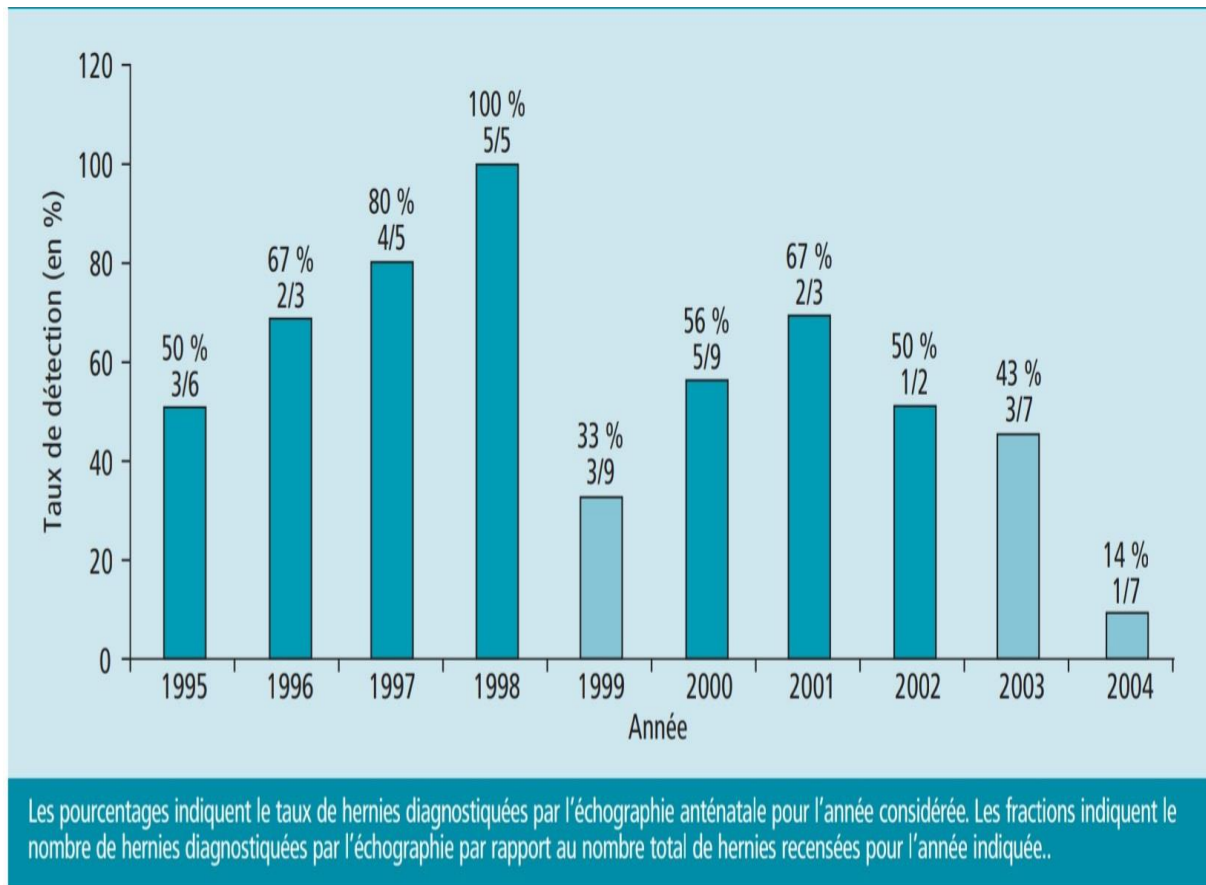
Taux de détection échographique des hernies diaphragmatiques, Registre de malformations congénitales d'Alsace (département du Bas-Rhin), France, 1995–2004 / Figure 3 Sonographic detection rate of diaphragmatic hernias, Alsace Registry of congenital malformations (Bas-Rhin district), France, 1995–2004
